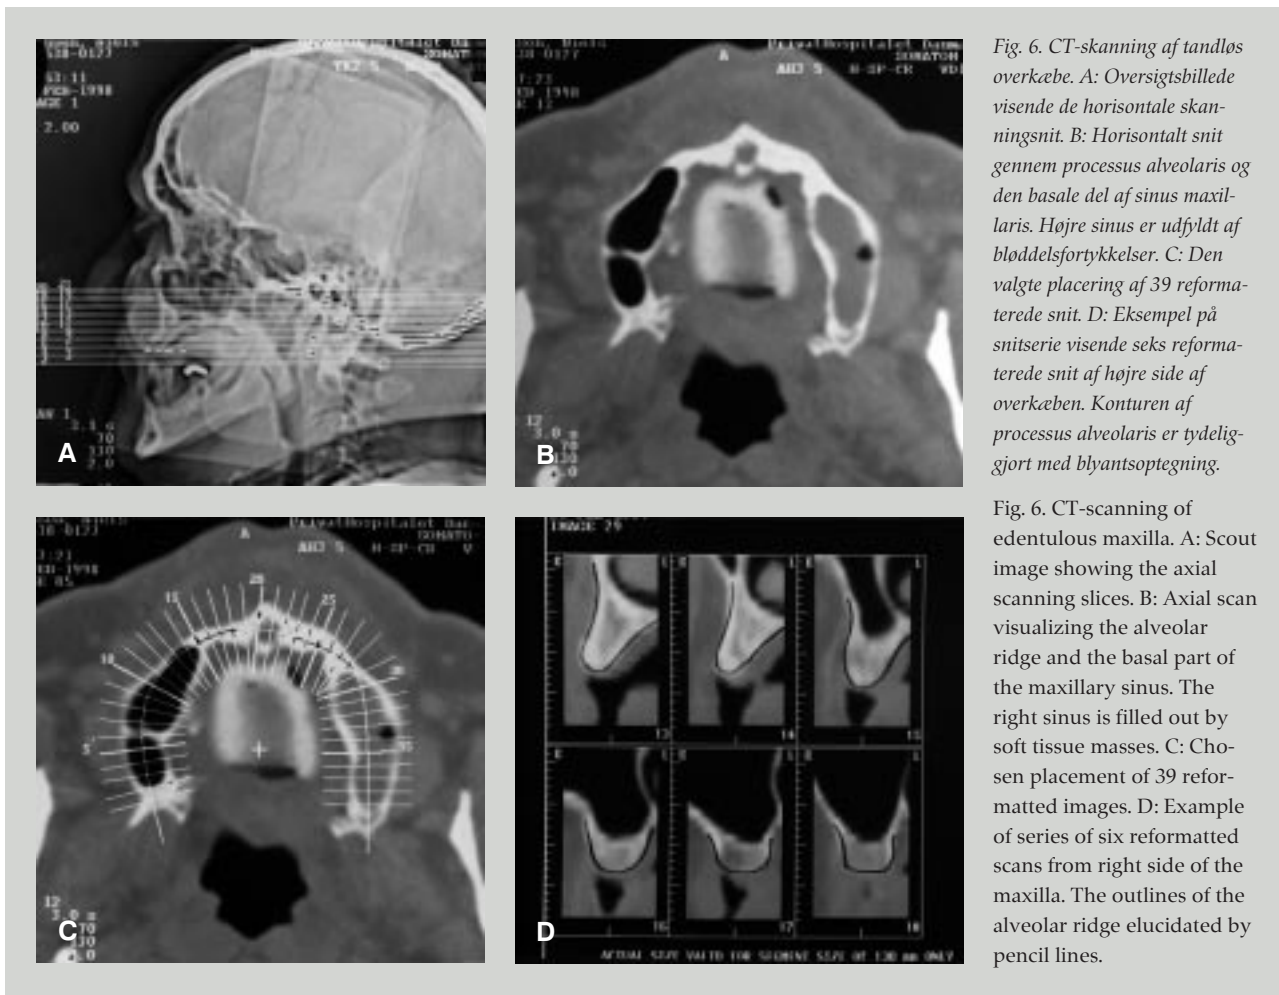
CT-skanning af tandløs overkæbe. A: Oversigtsbillede visende de horisontale skanningsnit. B: Horisontalt snit gennem processus alveolaris og den basale del af sinus maxillaris. Højre sinus er udfyldt af bløddelsfortykkelser. C: Den valgte placering af 39 reformaterede snit. D: Eksempel på snitserie visende seks reformaterede snit af højre side af overkæben. Konturen af processus alveolaris er tydeliggjort med blyantsoptegning.
